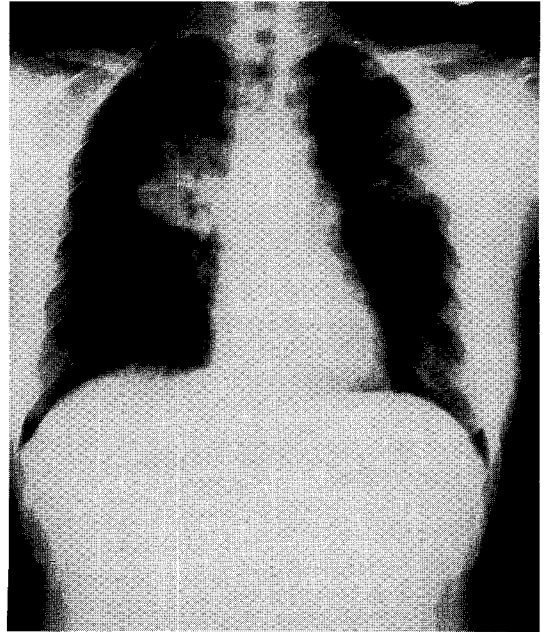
Chest radiography shows increased mass like consolidation compared with previous radiograph.
